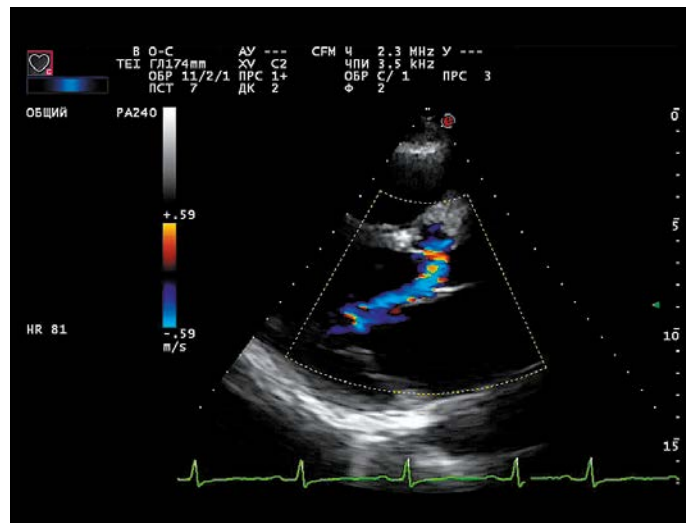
Трансторакальная эхокардиография, В-режим с цветовым доплеровским картированием, парастернальная позиция по длинной оси
